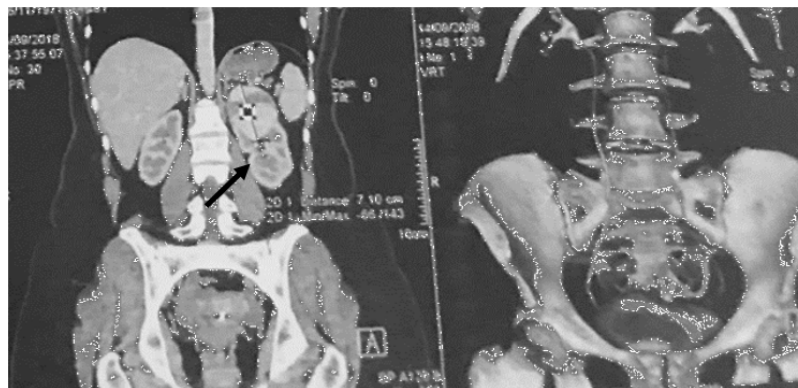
CT a organelor abdominale cu substanța de contrast. Formațiune de volum a rinichiului stâng [2].
